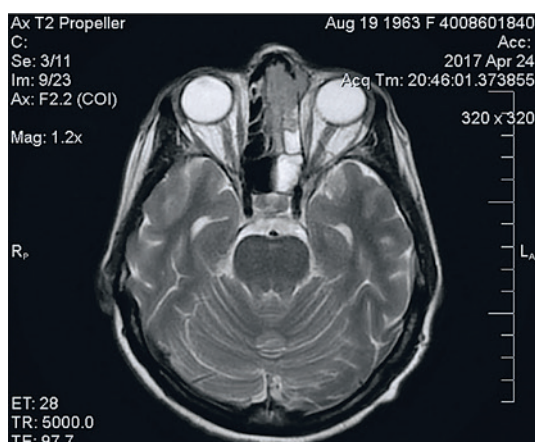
МРТ головы с контрастированием: признаки мягкотканного новообразования верхних отделов полости носа слева с наличием признаков костной деструкции
